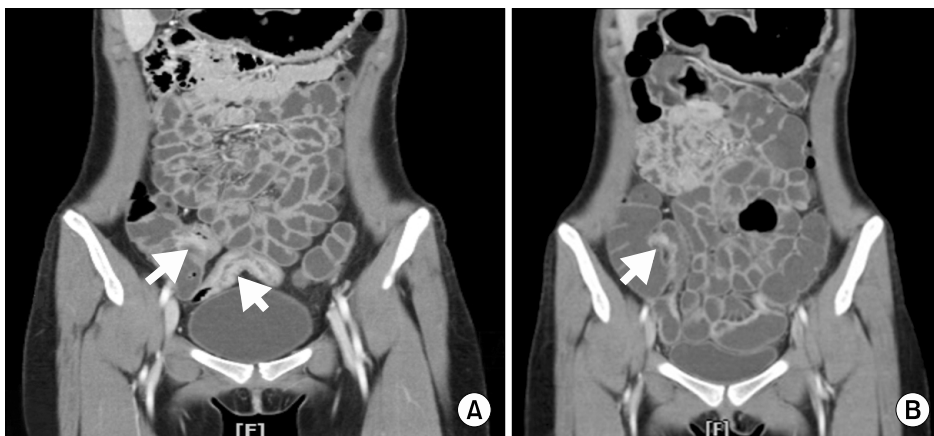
Dynamic CT scan shows irregular mural thickening and enhancement in IC valve and terminal ileum in initial study (A), and much improved inflammation in follow-up study (B).
